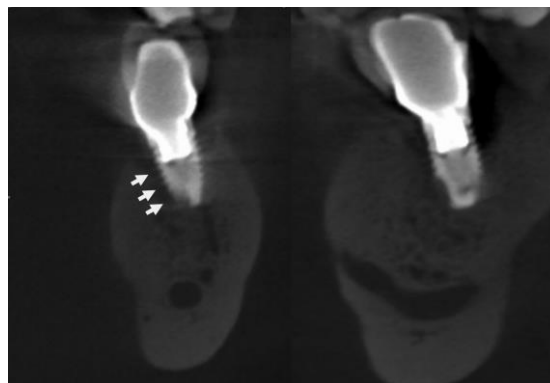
Las vistas coronales y sagitales de la CBCT del mismo paciente. Obsérvese la ausencia de hueso en el aspecto lingual del implante (flechas) y la presencia de grandes áreas líticas en los aspectos mesial y distal del aparato. Se trata de hallazgos radiográficos consistentes con un diagnóstico de periimplantitis ⁽¹⁵⁾.
